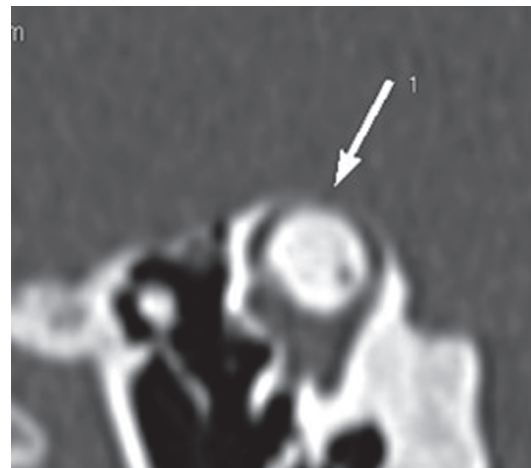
Синдром Минора. МСКТ. Реконструкция в плоскости переднего (верхнего) полукружного канала демонстрирует всю протяженность дефекта в его костной стенке)
